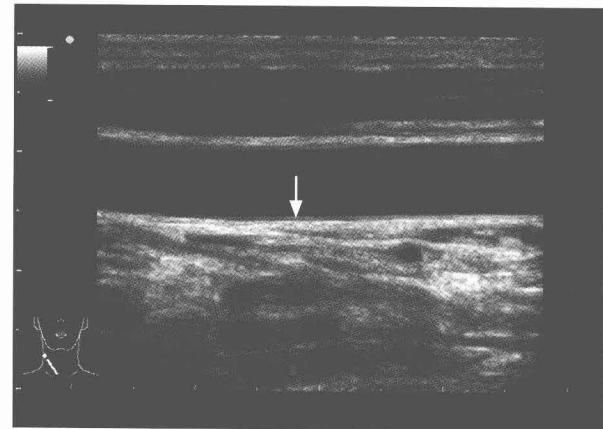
动脉的内中膜厚度 (IMT) 灰阶超声图像
